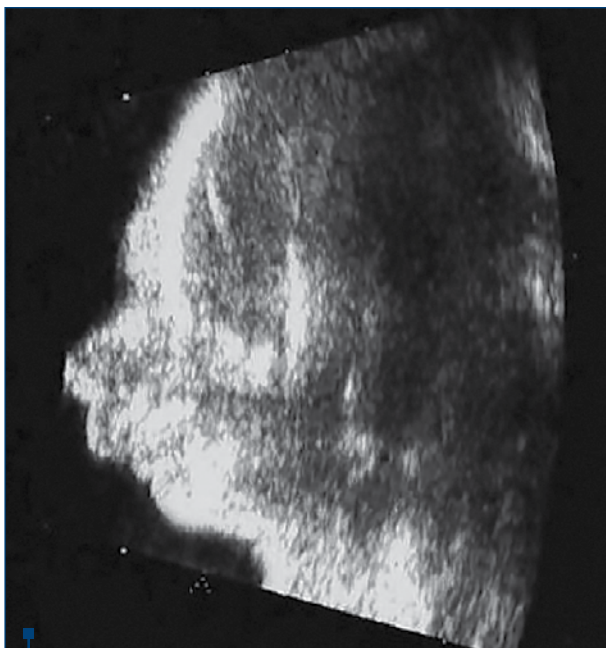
Micrognația evidențiată ecografic
